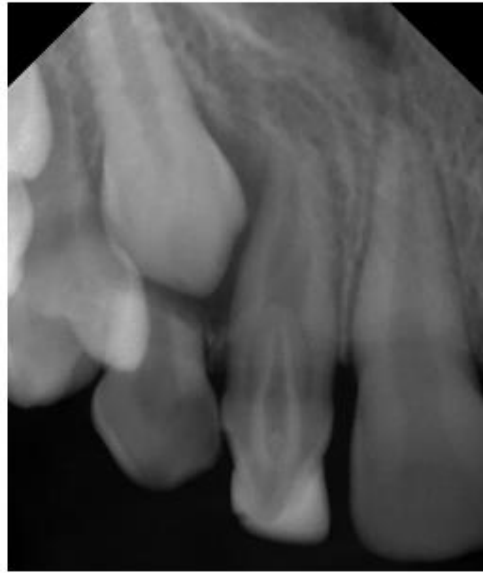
Radiografía periapical del incisivo lateral maxilar derecho que demuestra invaginación incisal revestida por esmalte radioopaco.⁵⁸
